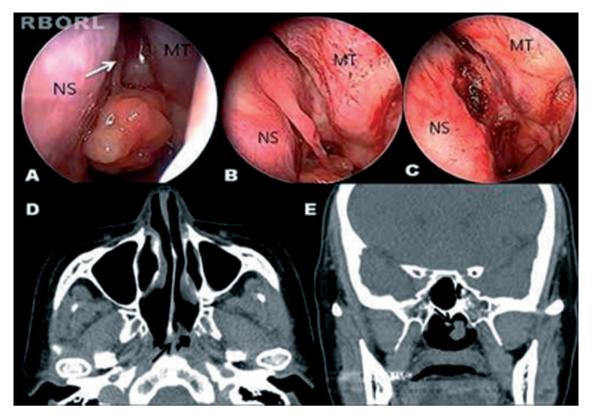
Visualização endoscópica e achados de TC dos SPN. A, Incidência em close up do pólipo nasal com base no septo posterior esquerdo (Seta branca, pedículo; NS, septo nasal; MT, concha média). B, Observa-se um pedículo entre o pólipo nasal e o septo nasal. C, Aspecto endoscópico pós-operatório mostra coana esquerda limpa, com a inserção do pedículo cauterizada no septo posteroinferior. D e E, Tomografia computadorizada (D, axial; E, coronal) mostra o pólipo coanal à esquerda originando-se do septo e fazendo protrusão para a nasofaringe (seta negra, local de origem).
